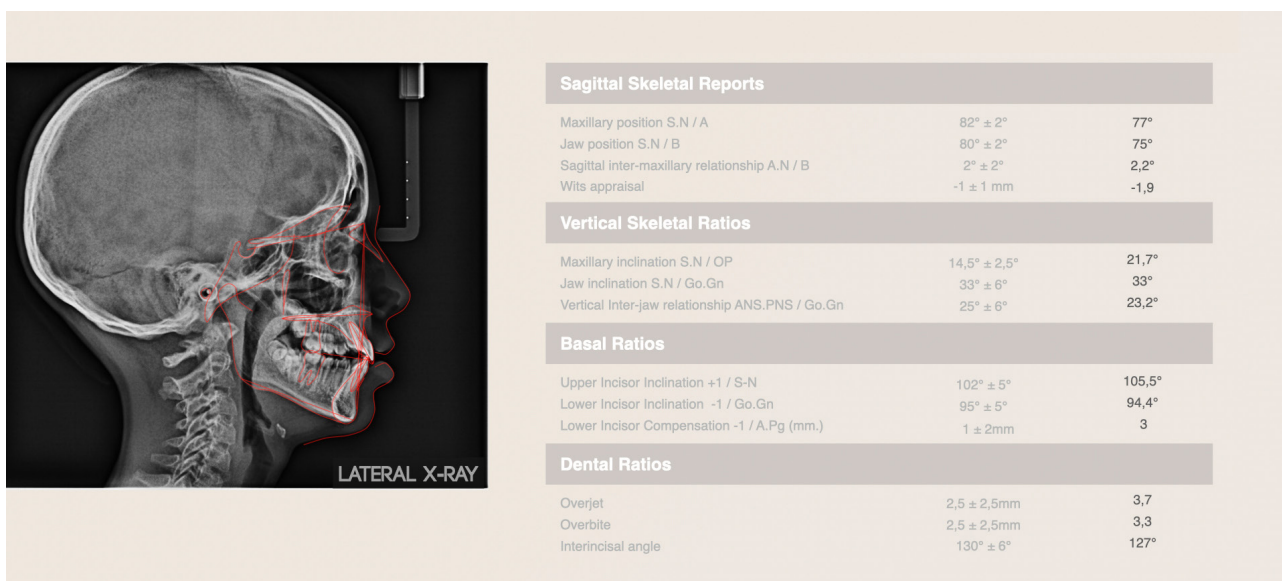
Telerradiografia lateral final e valores cefalométricos.
